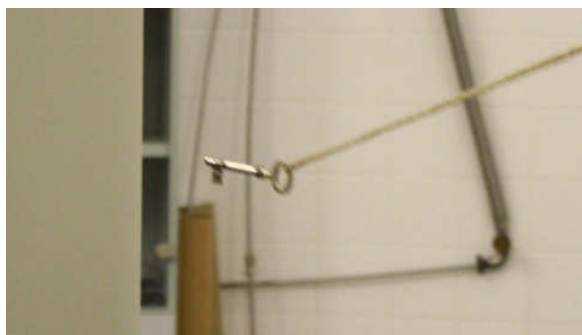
Přístroj pro nukleární magnetickou rezonanci v UPT Brno
